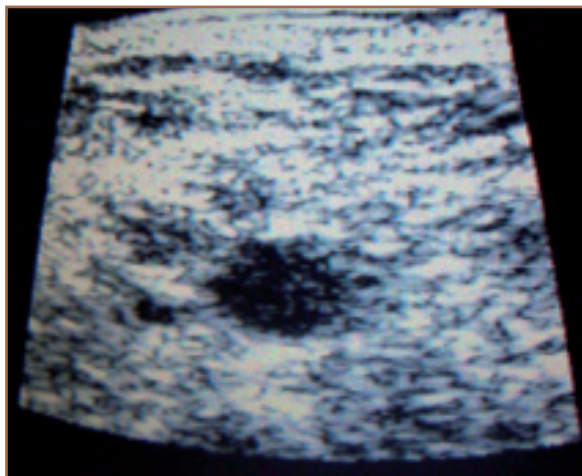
Tipica immagine di visualizzazione ecografica di una vena basilica a metà braccio.
